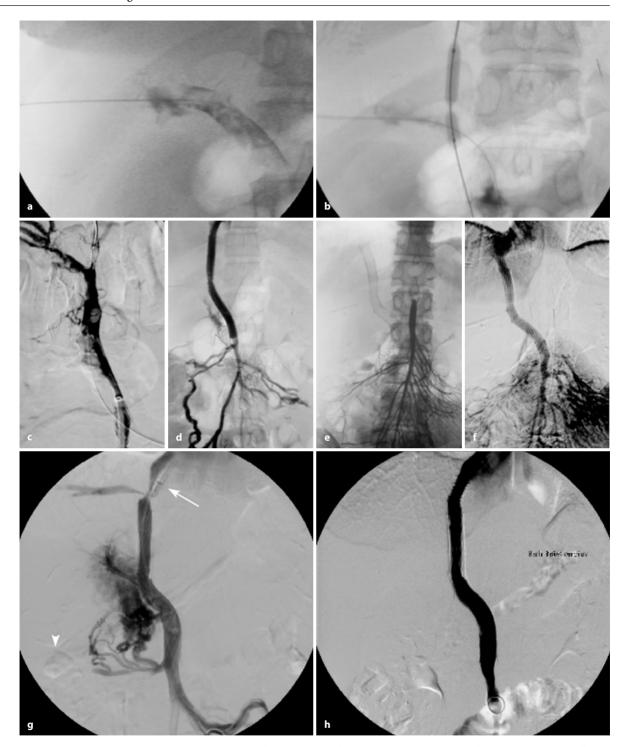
a – h. Intervention bei akuter Mesenterialvenenthrombose. a Perkutane Punktion der thrombosierten V. portae unter CT-Sicht. b PTA des Parenchymtrakts zwischen transjugulär sondierter Lebervene und Pfortader. c, d Erfolgreiche Rekanalisation der V. mesenterica superior und der V. portae
